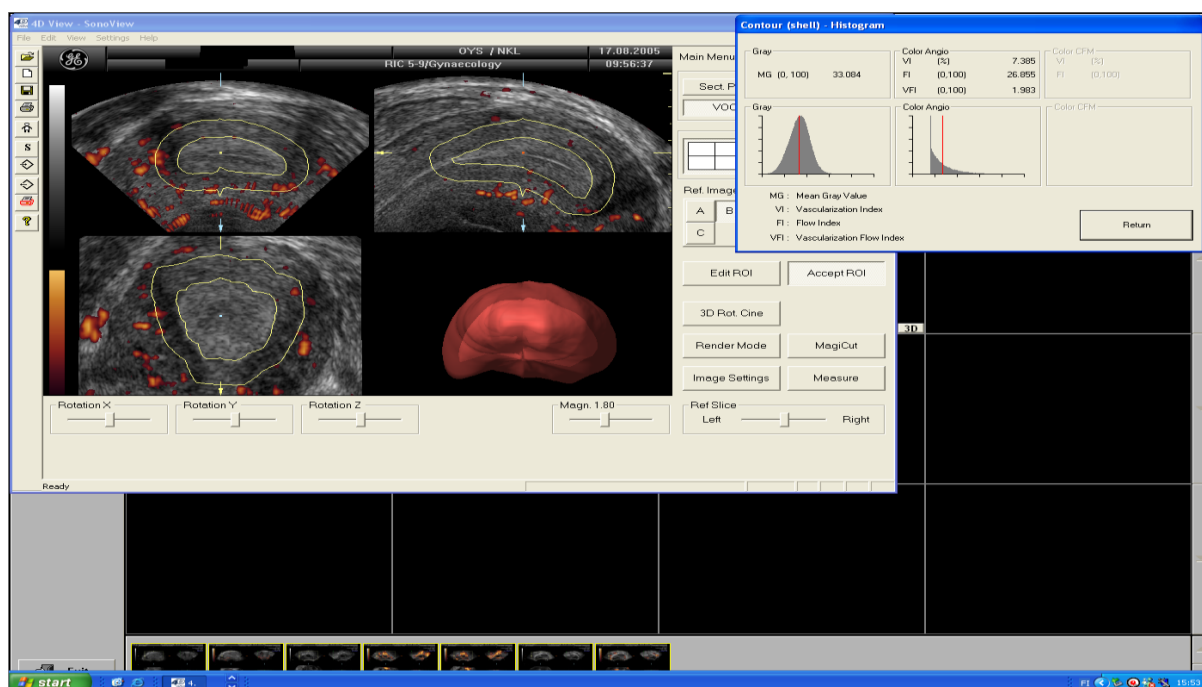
Zhodnocení ovariální vaskularity pomocí 3D power Doppler: pro výpočet VI, FI, VFI bylo využito zobrazovacího programu VOCAL, hodnotícího jak objemové parametry, tak krevní tok skrz cílový objem za užití barevného histogramu. Všechny hodnoty jsou udávány jako průměr ze tří standardně prováděných měření. Dominantní folikul byl stanoven jako folikul s maximální střední hodnotou folikulárního průměru (MD). Folikulární objem byl určen podle vzorce:  $FV(ml) = 4,1888 \times (MD/2 \text{ (cm)})^3$ .
